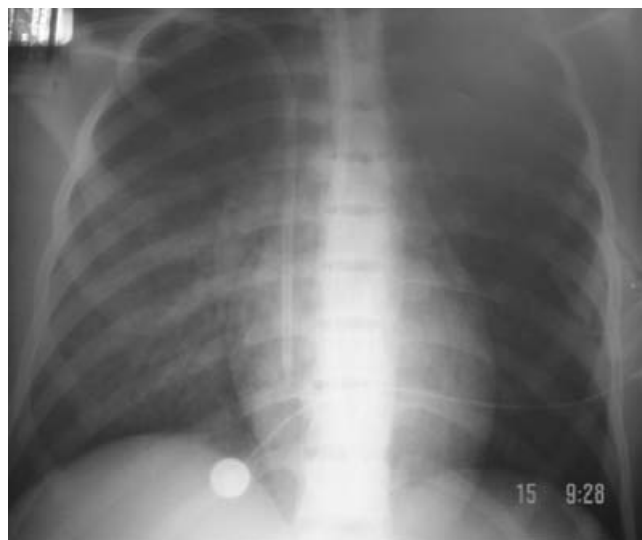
Radiografía de tórax tomada al egreso de la UTI en la que se observa resolución de los infiltrados pulmonares.
